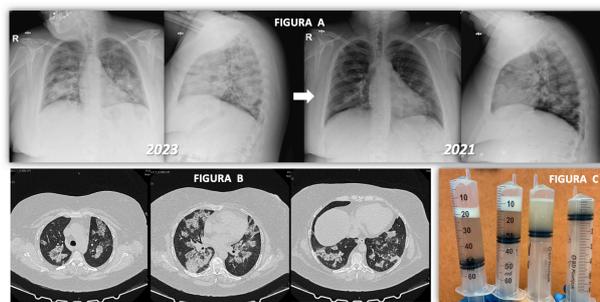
Radiografía de tórax de 2023 con infiltrados algodonosos difusos bilaterales y comparación con radiografía previa de 2021 con mismos infiltrados de menor extensión. FIGURA B: TC de Tórax con patrón empedrado y vidrio deslustrado sugerente de *proteinosis alveolar*. FIGURA C: Material obtenido del LBA.
